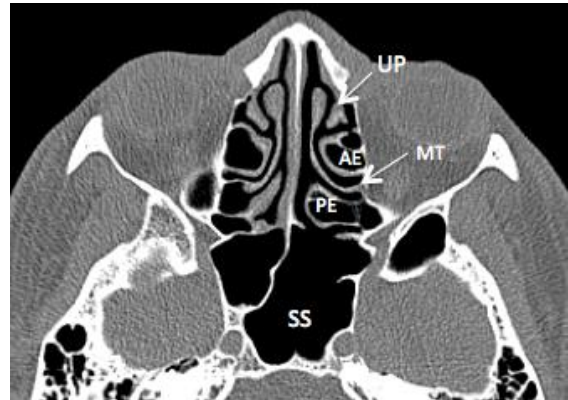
TC corte axial mostrando la apófisis unciforme (UP), etmoides anterior (AE), lamela basal del cornete medio (MT), etmoides posterior (PE) y seno esfenoidal (SS)
